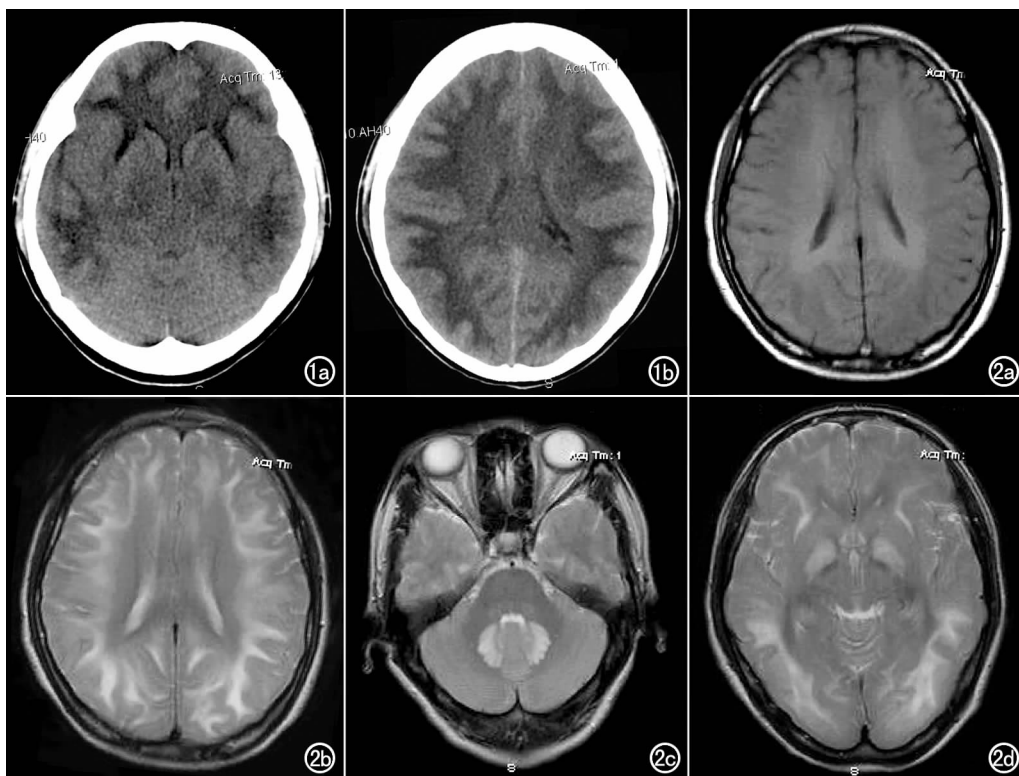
女,30 岁,接触 1,2-DCE 50 余天。a) CT 平扫示两侧额、颞叶白质、外囊前部、丘脑对称性低密度灶,边界不清;b) 两侧大脑半球白质内广泛对称性低密度灶。脑回肿胀、脑沟变浅。
